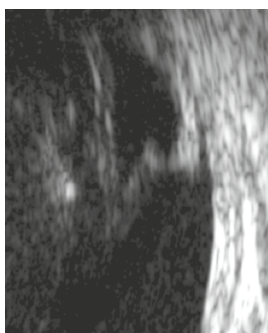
Aspect de déchirure à clapet apparaissant, en échographie, comme un lambeau rétinien hyperéchogène adhérent à la hyaloïde postérieure décollée et moins échogène.
